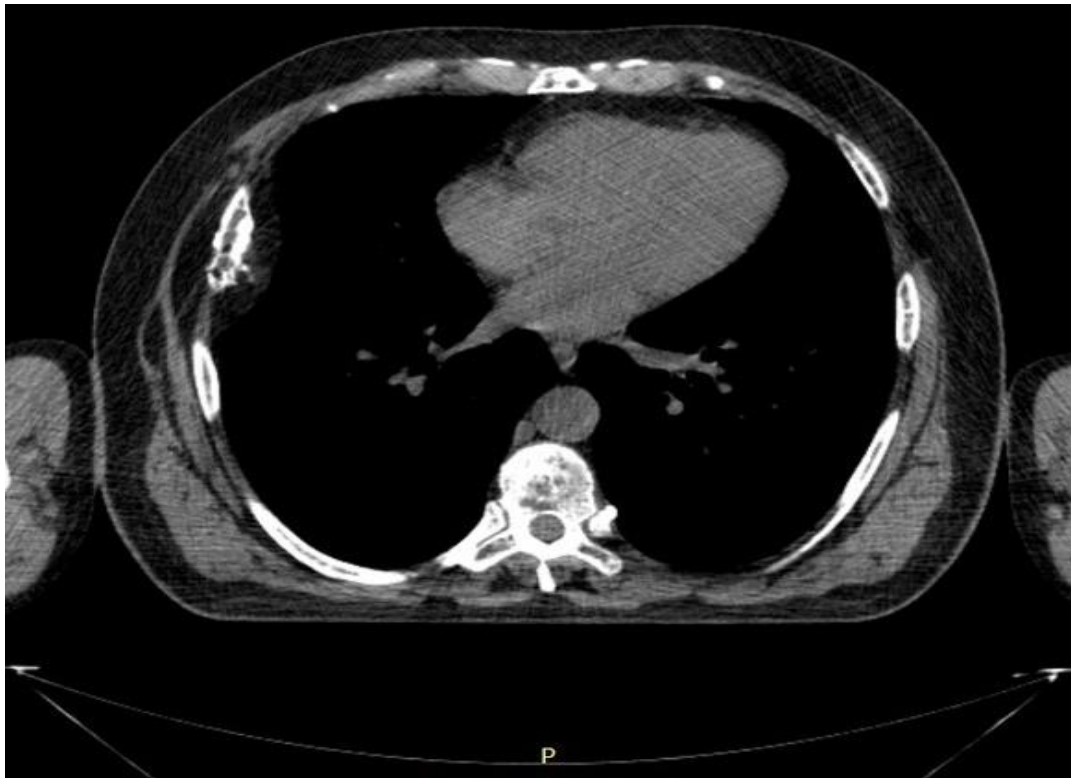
Разрушение кортикального слоя 6 ребра справа при компьютерной томографии грудной клетки
